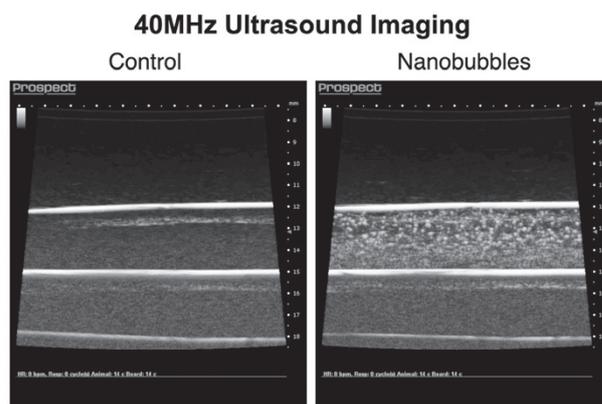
ウルトラファインバブルの超音波画像（40メガヘルツ、エコー画像）
